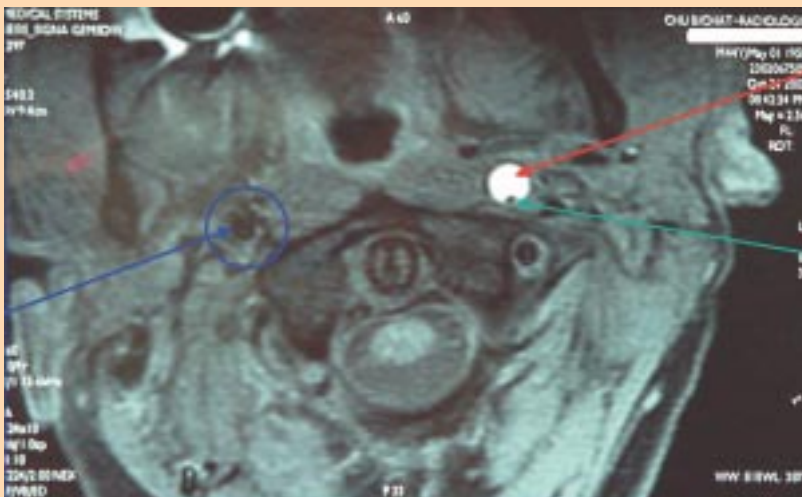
Imagerie par résonance magnétique (IRM) montrant l'hématome de la paroi de la carotide gauche (partie blanche, flèche rouge) qui élargit le calibre de l'artère, et la lumière résiduelle (flèche verte) laissant passer un petit filet de sang ; de l'autre côté, on voit la lumière de l'artère carotide droite dont le diamètre est normal (dans le cercle bleu et flèche bleue).
